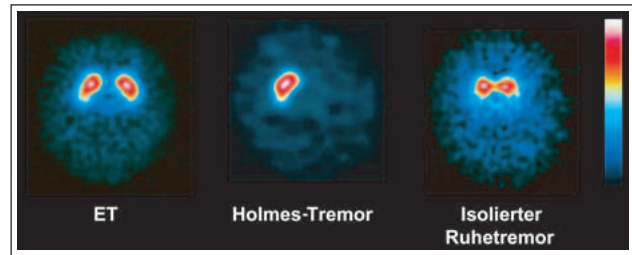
β -CIT-SPECT bei einem Patienten mit essenziellem Tremor (ET), einer jungen Patientin mit Holmes-Tremor nach Kavernom-Blutung im linken Mittelhirn und einem Patienten mit isoliertem Ruhetremor-Syndrom, der in der Folge die typische Klinik eines M. Parkinson entwickelte. Normale DAT-Bindung bei ET, kompletter linksseitiger Bindungsverlust bei Holmes-Tremor bei normaler Bindung rechts, Parkinson-typischer Befund mit bilateraler striataler Bindungsreduktion beim isolierten Ruhetremor-Syndrom. Axiale Schichten auf Höhe der maximalen Bindung im Striatum. © W. Pirker, Universitätsklinik für Neurologie, Wien.
